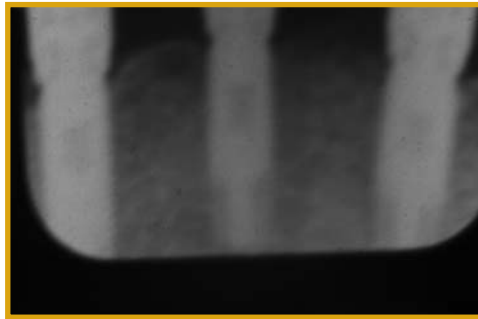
Rx. periapicales (Marzo 2003 – Junio 2005).
